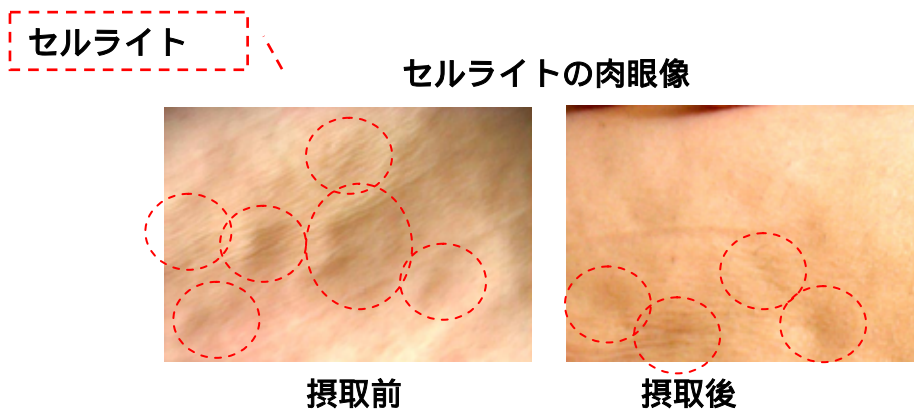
ジュンサイエキス摂取前後の(A)ヒップ下の皮膚超音波断面像および(B)セルライト(破線丸部分)
